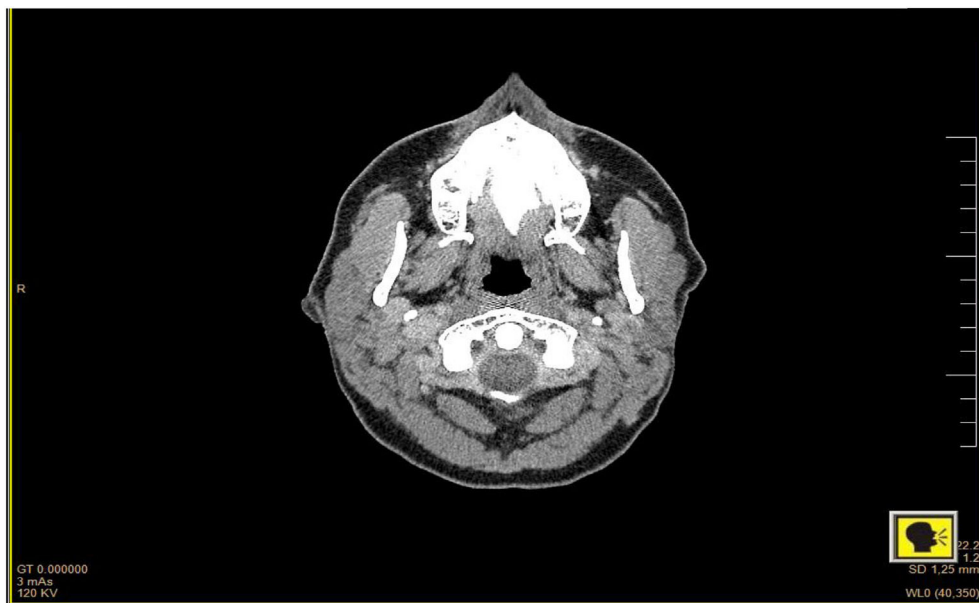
TAC de cabeza y cuello con contraste de la paciente 2.
